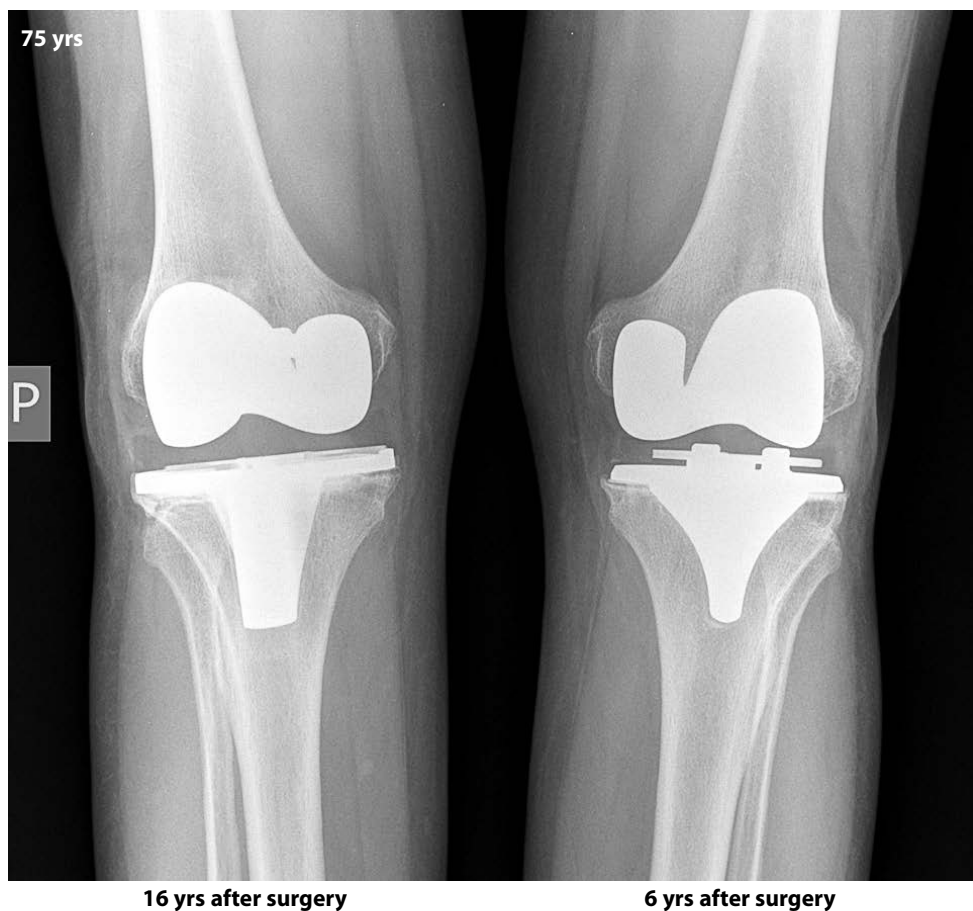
X-ray images of both knees: TEP of the right knee was performed at the age of 59 (2003), TEP of the left knee at the age of 69 (2013); at the age of 75, there were no signs of loosening of the TEP implants on either side.
